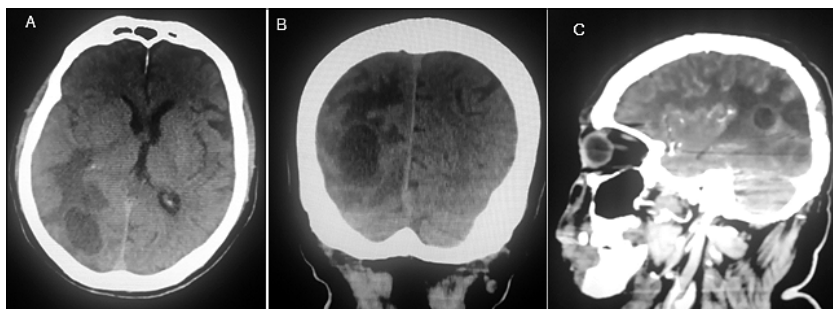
Tomografía Computarizada, corte axial A, Coronal B y sagital C, que muestra imágenes compatibles con absceso cerebral en etapa capsular.
